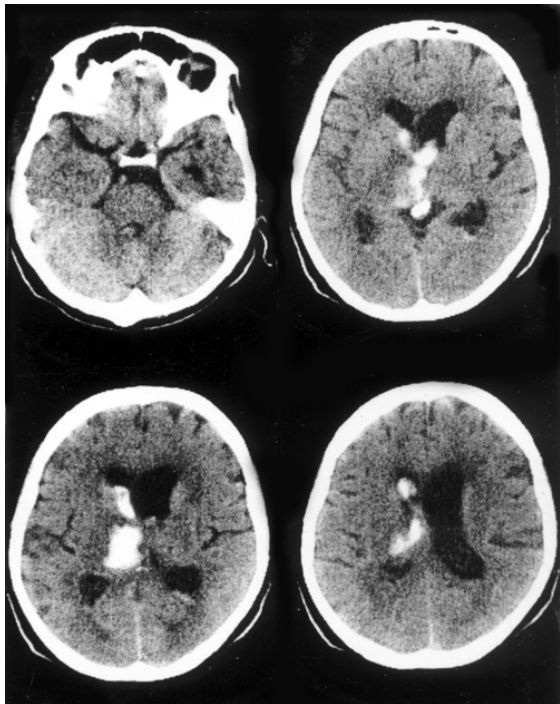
КТ головного мозга. 2-е сутки от начала инсульта. Медиальное кровоизлияние объемом 10 см^3 с прорывом крови в III и боковые желудочки мозга. Острая обструктивная гидроцефалия
